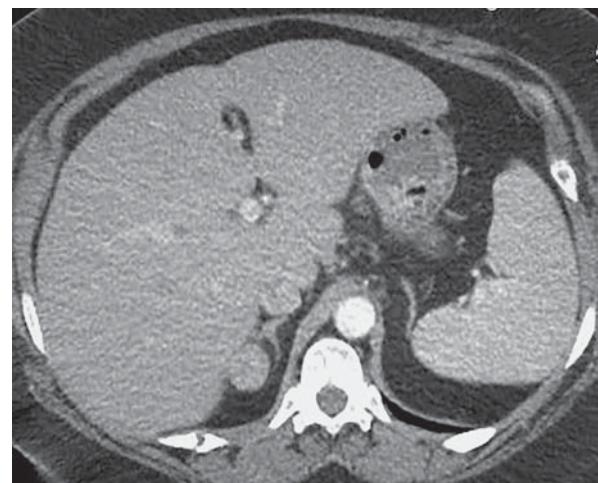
Аденома при гиперкортицизме. КТ с внутривенным контрастированием. В правом надпочечнике определяется опухоль, левый надпочечник уменьшен в размерах.
